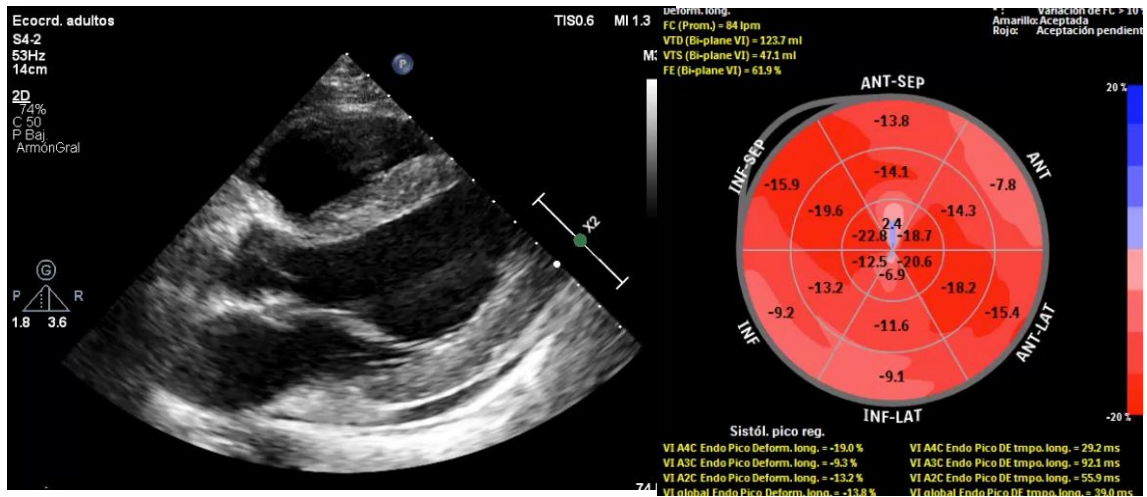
Ecocardiograma transtorácico. PEL, SLG disminuido. Engrosamiento moderado inferolateral con refringencia aumentada.
